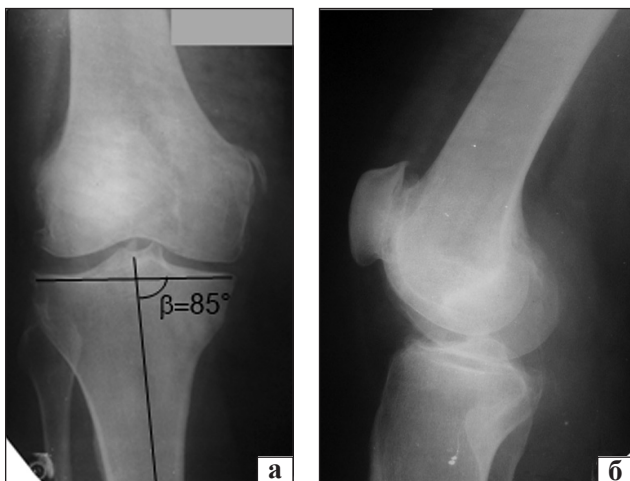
Рентгенограммы правого коленного сустава больной Б.: фасная (а) и профильная (б) проекции. β — базисно-большеберцовый угол
